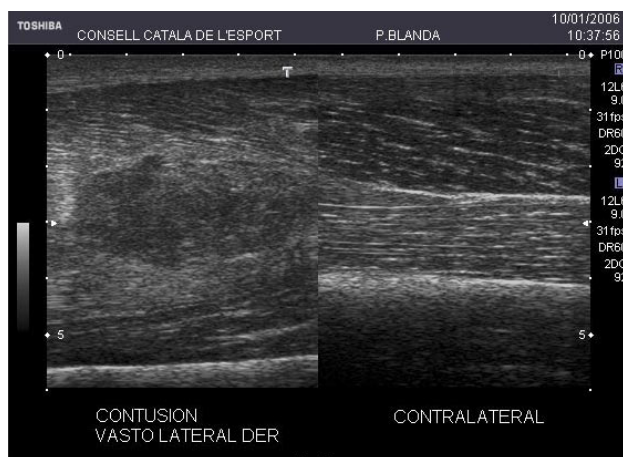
Ecografía en corte longitudinal comparativa de una contusión en vastus lateralis y vastus intermedius derecha. Observamos aumento de grosor y desestructuración fibrillar.
